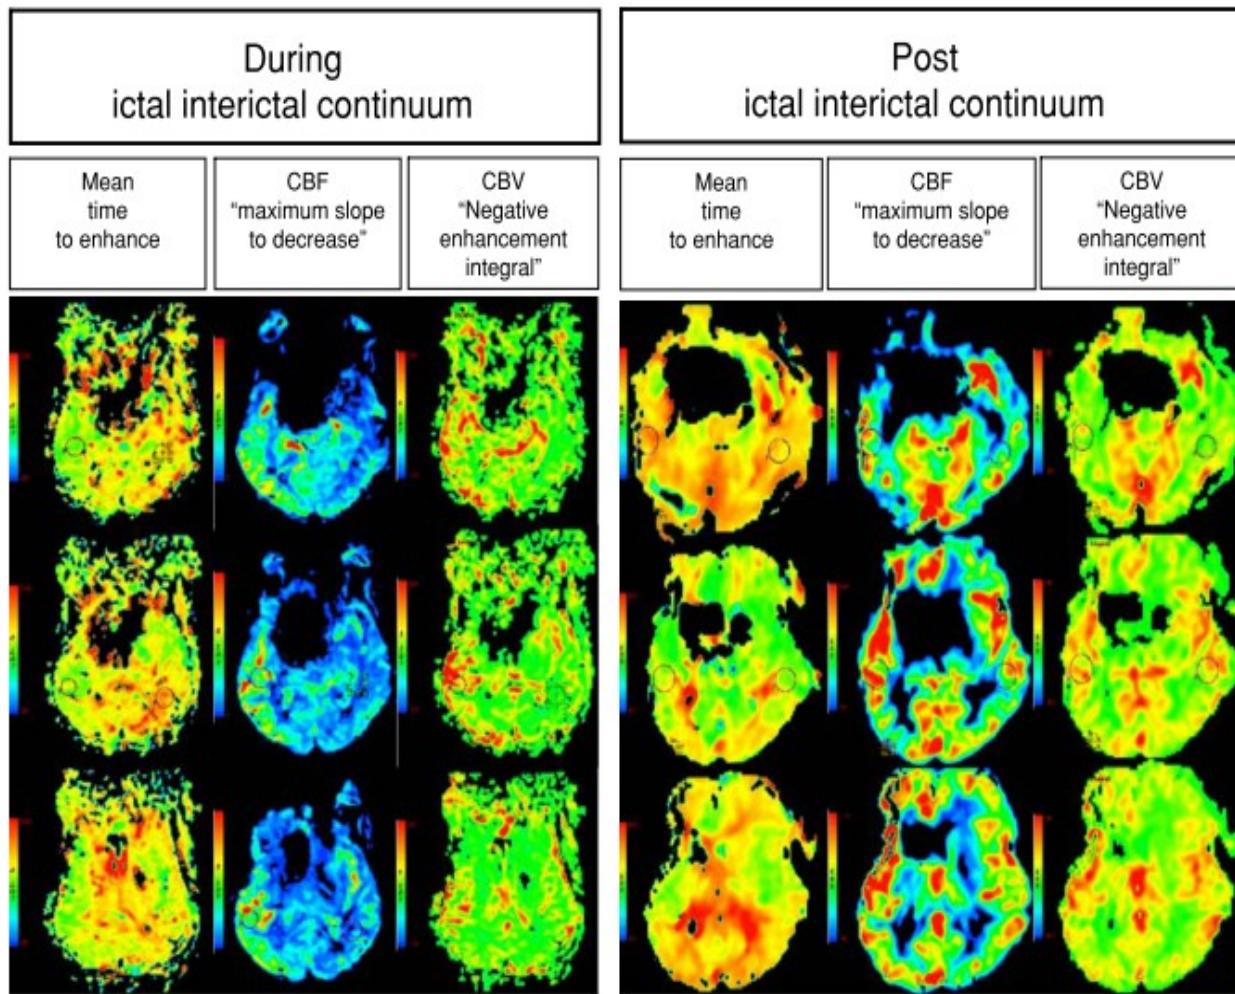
Dynamic susceptibility contrast-MRI revealing increased cerebral blood flow (CBF) and cerebral blood volume (CBV), and decreased mean transit time (MTT) in the right temporo-parietal lobe (same time points as Fig. 3)
